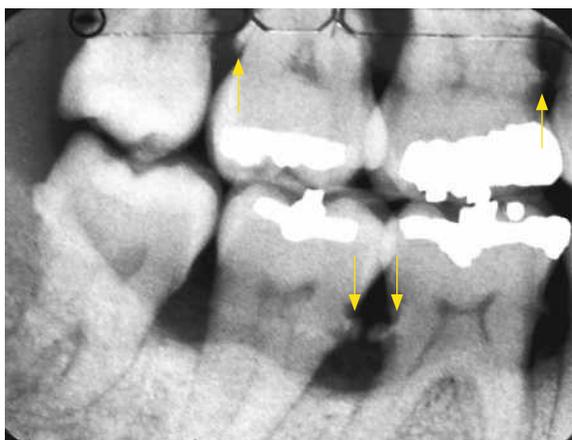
Radiographie rétrocoronaire (*bitewing*). Nombreux spicules de tartre sous-gingival chez une malade âgée de 52 ans, non fumeuse, atteinte de parodontite chronique généralisée modérée, localement sévère. La patiente est poly-infectée avec prédominance de *Porphyromonas gingivalis* (Pg). (Document Cyrille Colliot.)
